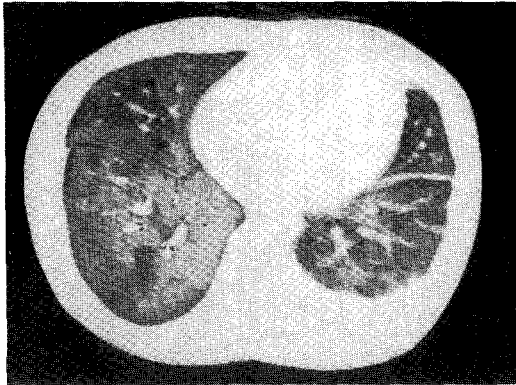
HRCT showed a diffuse ground glass opacification in both lower lung fields.
